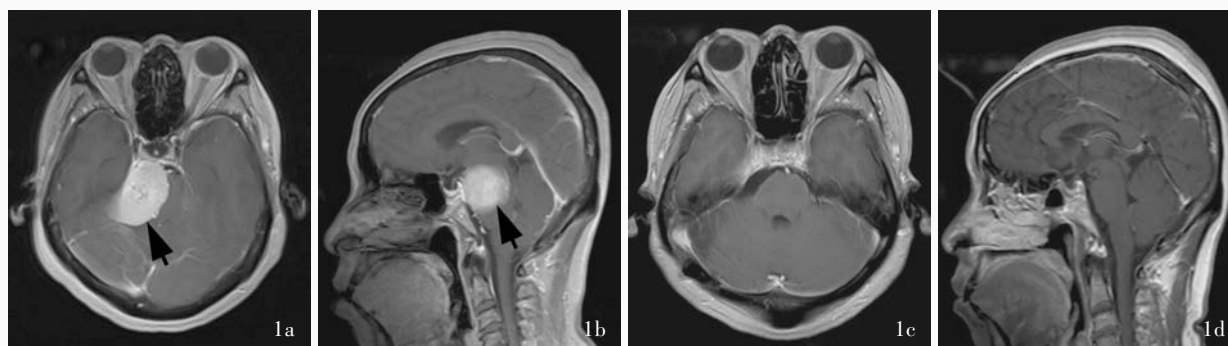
女性患者,55岁,临床诊断为岩斜区脑膜瘤,经乙状窦后小脑幕入路行肿瘤全切除术,术后随访70个月未见肿瘤复发。手术前后头部MRI检查所见 1a 术前横断面T₁WI显示,右侧岩斜区占位性病变,病灶大小约为40 mm×34 mm×36 mm(箭头所示) 1b 矢状位增强T₁WI显示,病变明显均匀强化(箭头所示) 1c,1d 术后横断面和矢状位增强T₁WI显示肿瘤全切除
